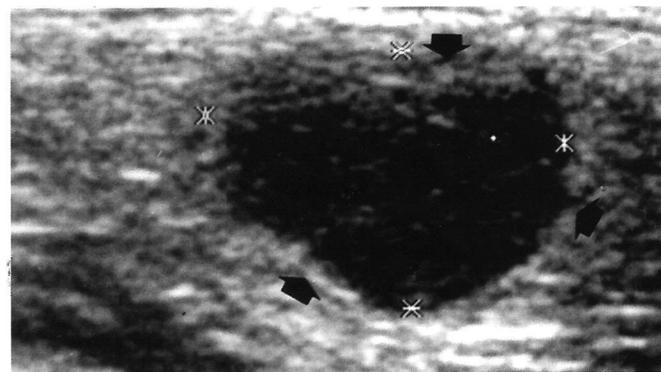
Ultrasonografía de adenopatía supraclavicular izquierda.
